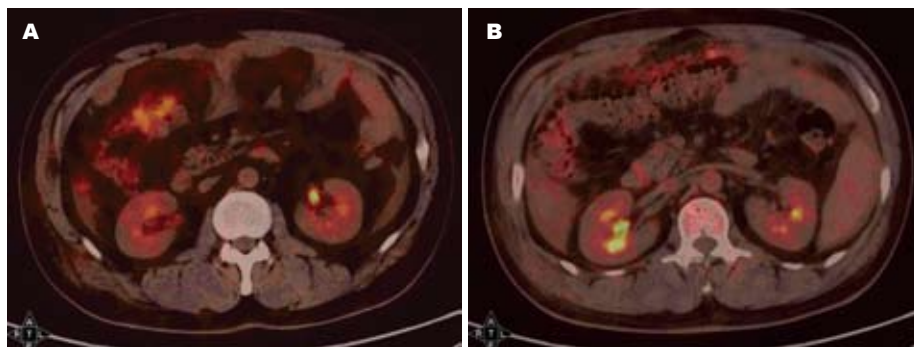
全身PET/CT检查结果. A: 右中腹升结肠外侧; B: 横结肠系膜.
